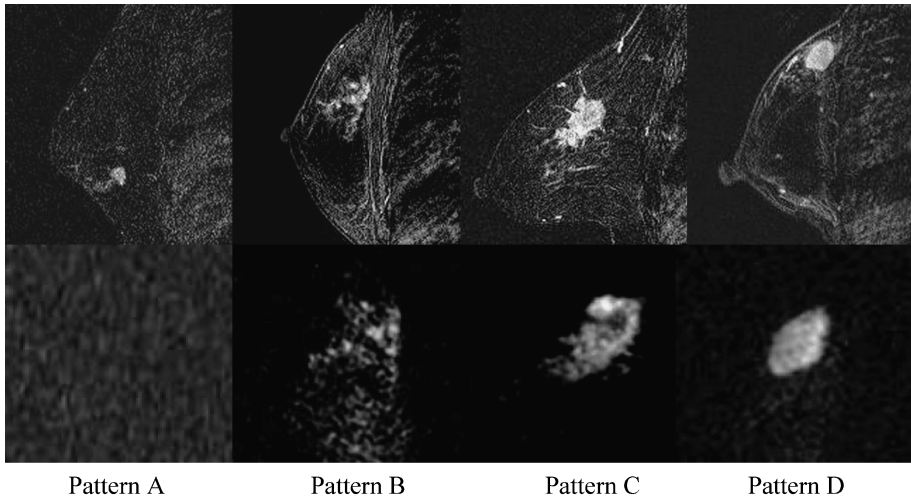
Distribution pattern of the high signal on the diffusion-weighted image (DWI) upper image-dynamic study (early phase), lower image-DWI
